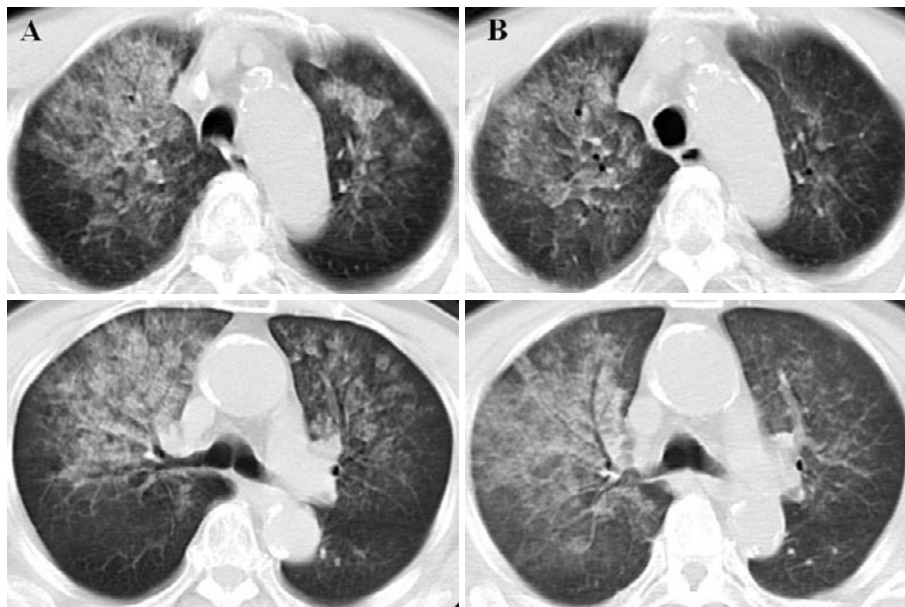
(A) 第1回目入院時(2009年)の胸部単純CT. 両側上葉に気管支透亮像を伴う浸潤影を認める. (B) 第2回目入院時(2010年)の胸部単純CT. 第1回目入院時と類似した両側上葉の気管支透亮像を伴う浸潤影を認める.
